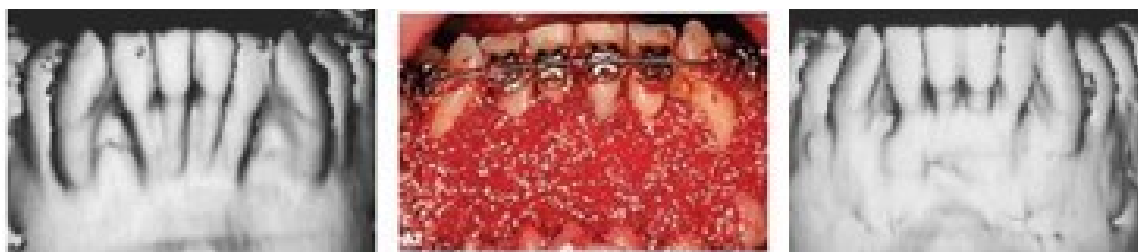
TC de paciente tratado com ortodontia acelerada com corticotomias e aumento do enxerto ósseo. A primeira TC mostra as proeminências das raízes, a figura seguinte mostra o aumento de enxerto de osso após corticotomias, é o último a TC de pós-operatório, onde o aumento de volume da cortical alveolar é mostrado. (Adaptado de Wilcko et al, 2008).
